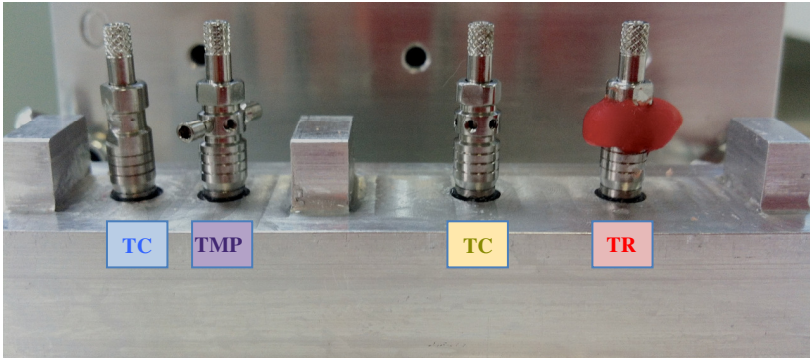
Modelo metálico com os transferentes dos grupos TC, TMP, TM e TR posicionados e parafusados sobre os implantes.
